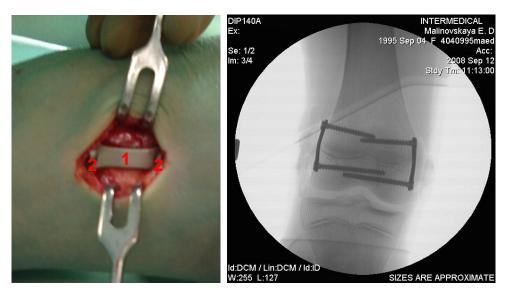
Пластина после установки: 1) пластина; 2) винты; контрольная рентгенография
